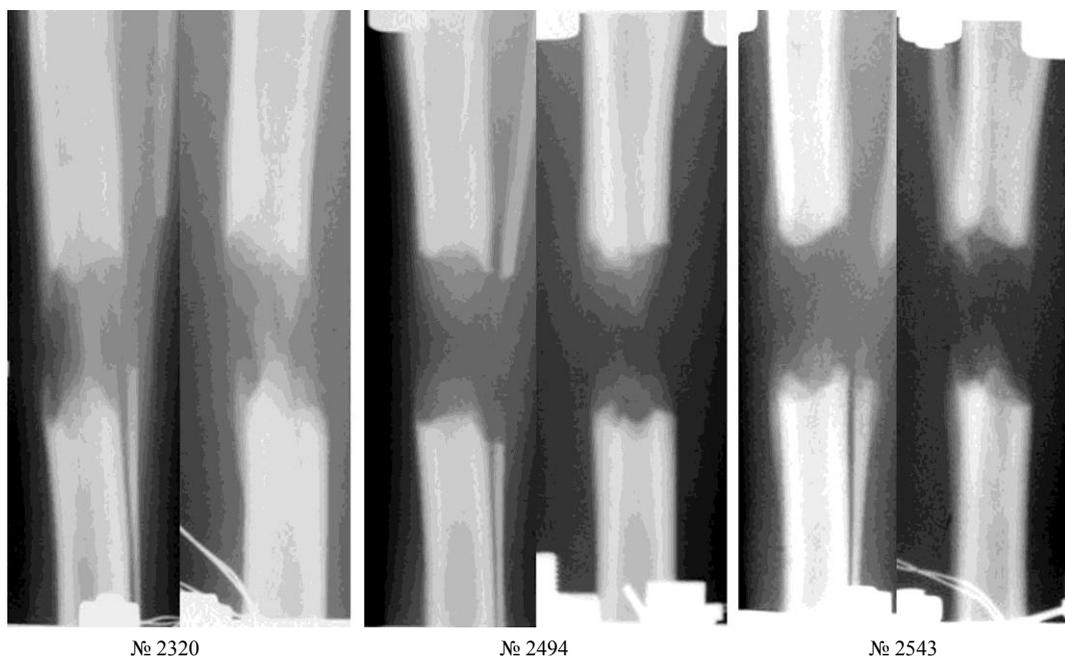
Рентгенограммы, дистракция – 10 суток. Костеобразование при удлинении голени автоматическими дистракторами с темпом 3 мм за 180 приемов
